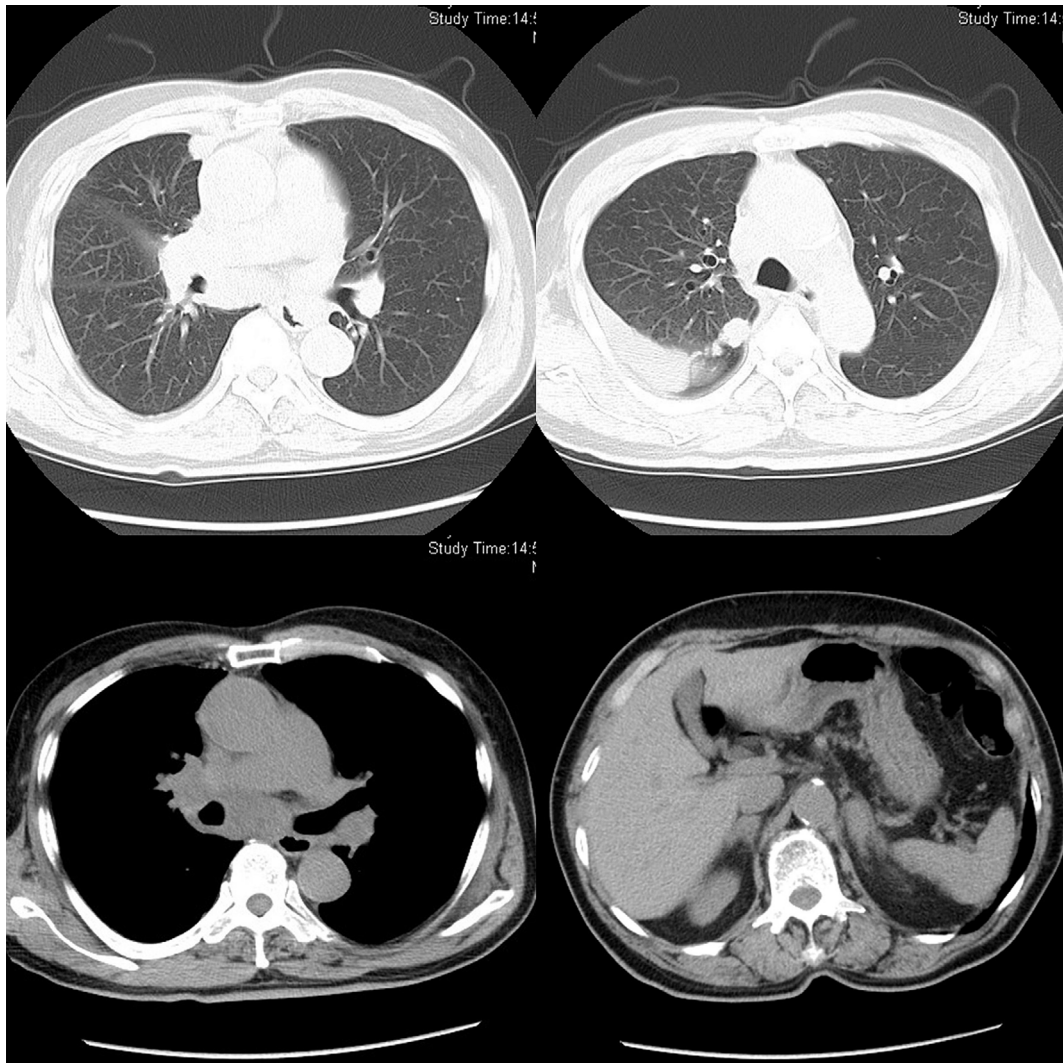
Chest-abdominal CT at the first visit showed upper lobe nodules and pleural dissemination, pleural fluid, lymph node metastasis and adrenal metastasis.
